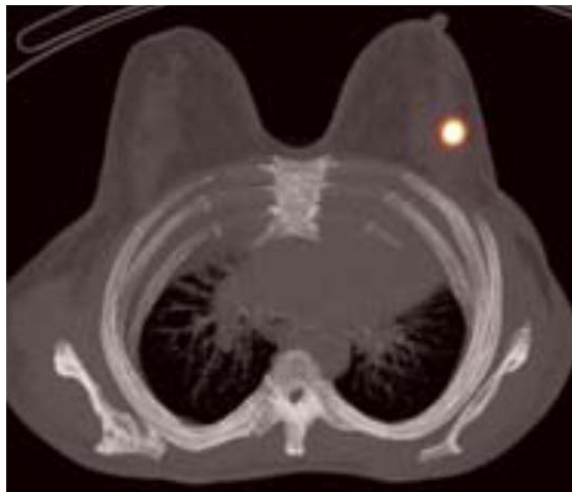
Localización GC con PET-CT
